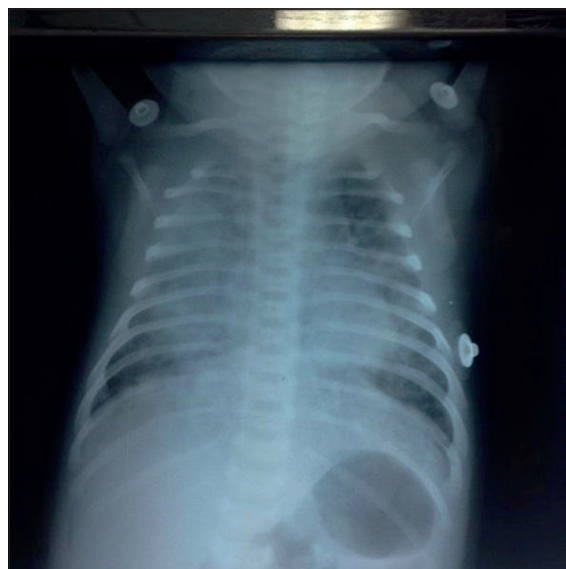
Radiografía de tórax al ingreso con infiltrados pulmonares bilaterales.
